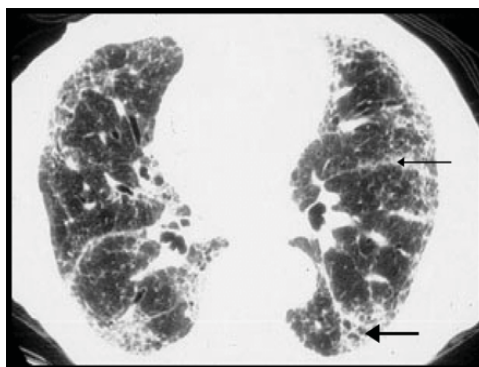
Aspectul la HRCT al pulmonului în FPI [18]
